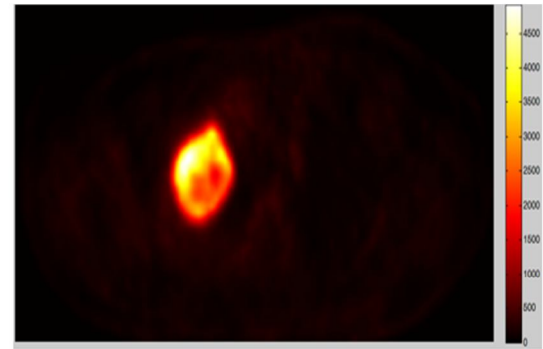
Hasta 1 için çakıştırılmış (a) BT görüntüsü, (b) PET görüntüsü, (c) TBA ile birleştirilmiş görüntü ve (d) ADD ile birleştirilmiş görüntü.
